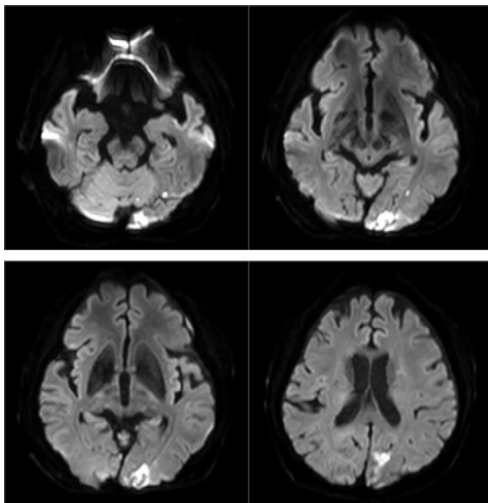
Brain magnetic resonance imaging T2 flair axial view (2021-04-15).
